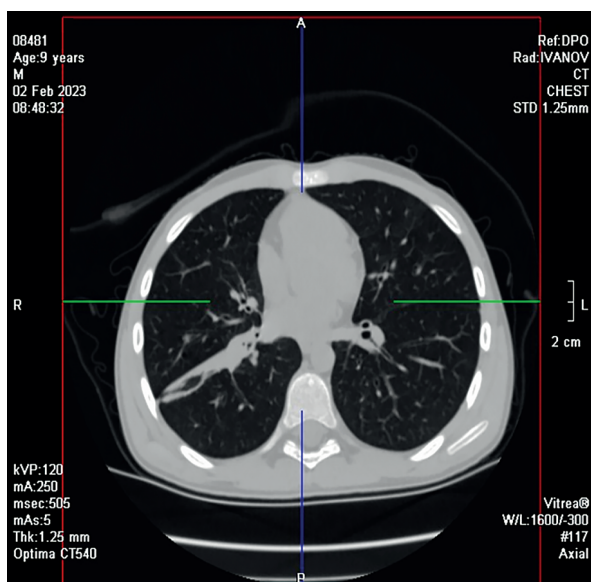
КТ органов грудной клетки от 02.02.2023 г.
